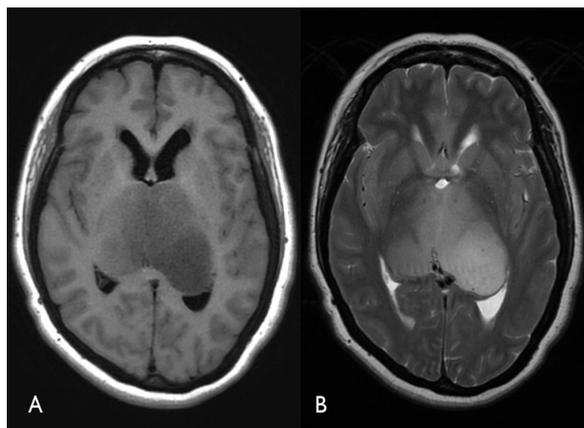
Cortes axiales de resonancia magnética craneal: masa que compromete ambos tálamos a predominio del lado izquierdo, que ocasiona incremento de sus tamaños y colapso del III ventrículo. A) T1: la masa es hipointensa. B) T2: masa es hiperintensa.
